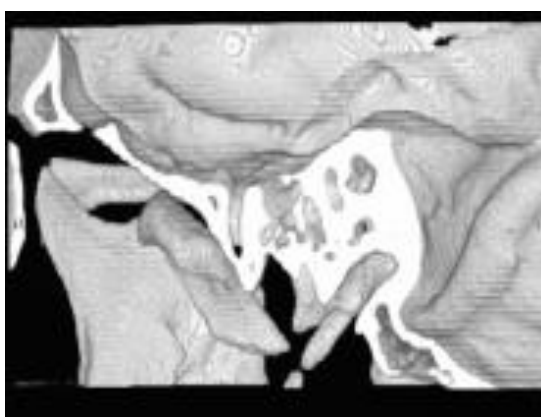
TC 3D, indica a posição da fratura, visão interior.
